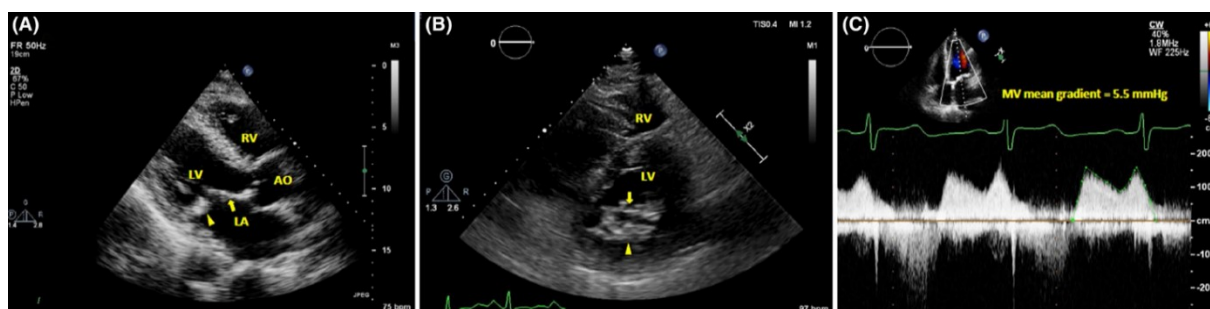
ETT; in A asse parasternale lungo, in B asse corto, in C calcolo del gradiente pressorio medio; LA= atrio sinistro, LV= ventricolo sinistro, AO= aorta, RV= ventricolo destro, le frecce indicano il lembo mitralico anteriore, le punte di freccia il lembo posteriore (fonte:⁹)
